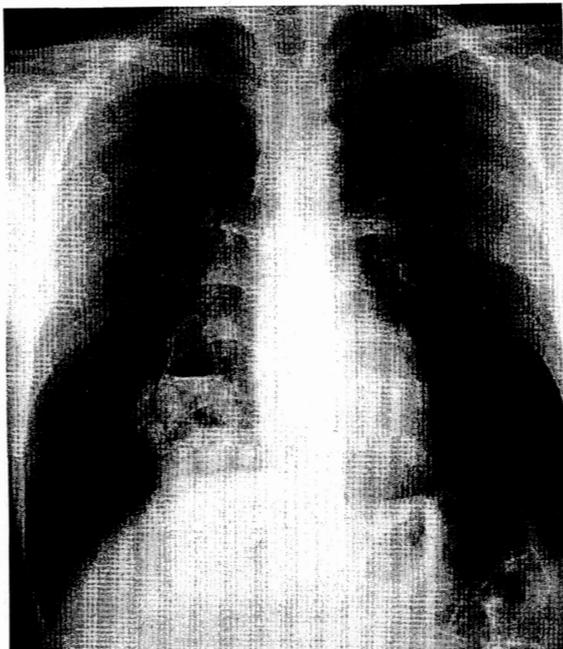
Chest radiograph showing multiple cystic lesions in the right middle and lower lung field.
